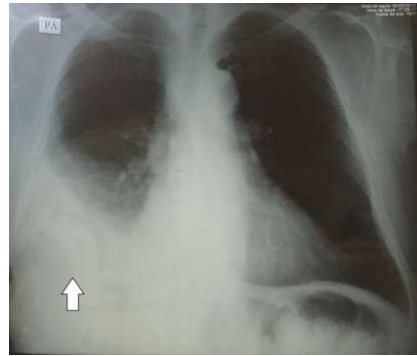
Radiografia simples de tórax em posição pósterio-anterior mostrando imagem sugestiva de derrame pleural à direita.
